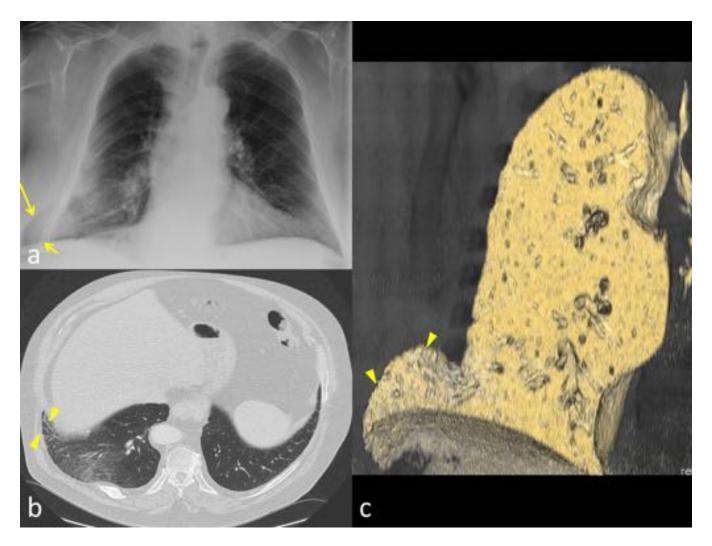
Caso 6: Radiografía simple (a), TC (b) y reconstrucción 3D del parénquima pulmonar (C), en un paciente de 78 años con antecedentes de EPOC y trauma torácico con fracturas costales (7° y 8°) hace 5 años. Se ve una imagen radiolucente que se proyecta por fuera de la caja torácica a nivel basal derecho (flechas), que se corresponde con herniación del parénquima del LID (cabezas de flechas). Paciente acude por presentar tos y dolor costal derecho.
